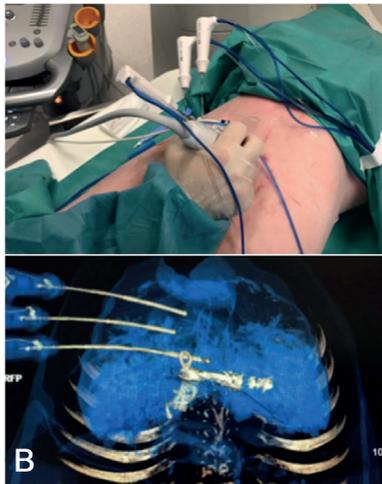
A) Colocação da agulha RFA usando imagem de fusão entre ultrassonografia e CT; B) tomografia computadorizada verificando a posição correta das agulhas
